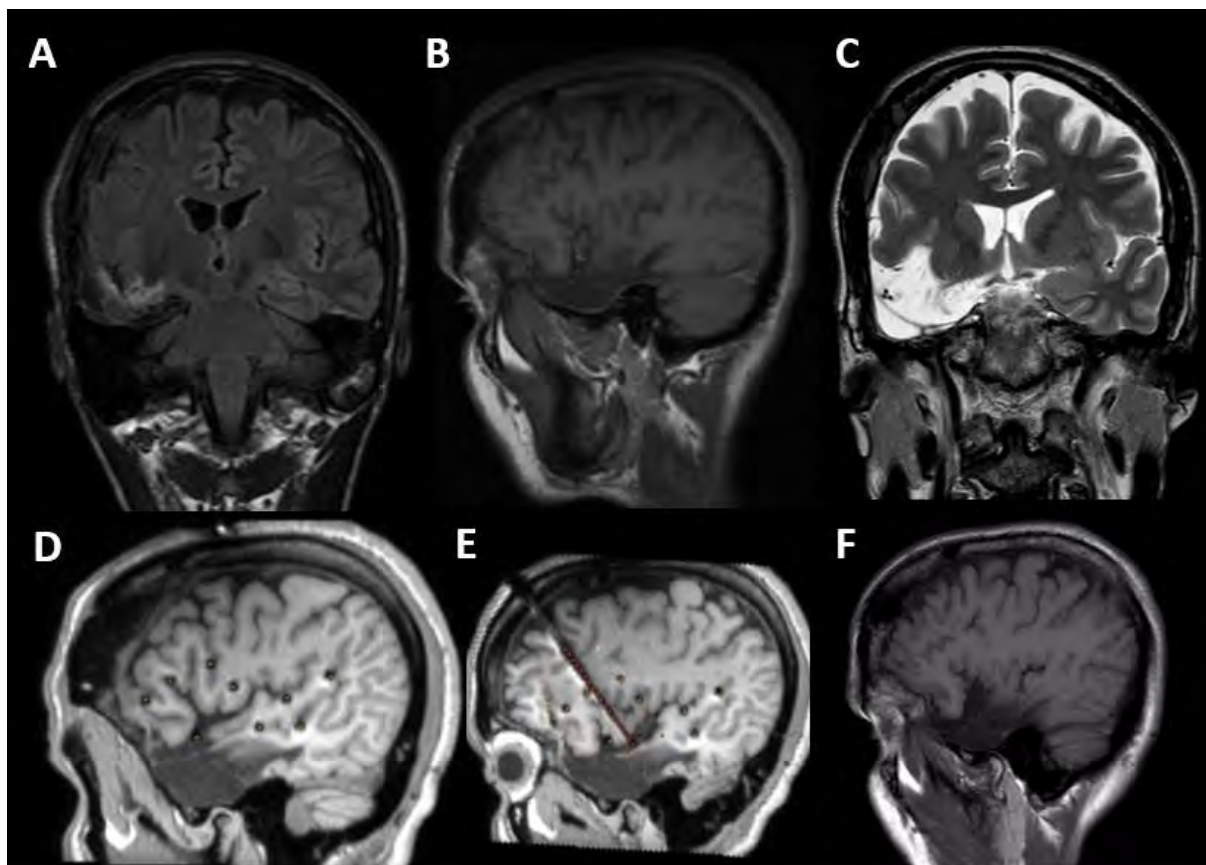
Patient 10. Cortectomie temporo-insulaire chez un patient aux antécédents de lobectomie temporale antérieure droite pour une DNET. A, IRM coronale fluid-attenuated inversion recovery weighted (FLAIR) révélant une gliose temporale postérieure droite et insulaire liée à la précédente chirurgie. B, IRM préopératoire sagittale T1-weighted montrant la lobectomie temporale antérieure droite préalable et la gliose insulaire antérieure. D,E, IRM sagittale T1-weighted post SEEG. La trajectoire planifiée des électrodes (points jaunes) est superposée sur l'IRM post SEEG. Notez la précision d'implantation y compris en cas de chirurgie préalable. C,F, IRM postopératoire (C, coronal T2-weighted ; F, sagittal T1-weighted) montrant le complément de cortectomie temporale postérieure avec hippocampectomie et la résection insulaire antérieure.
